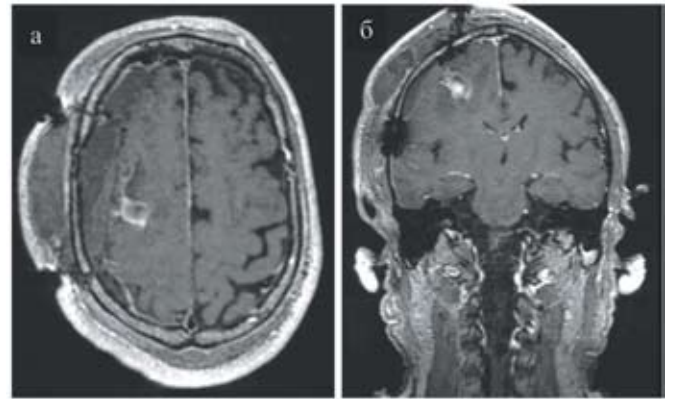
МРТ-исследование головного мозга пациента, выполненное после операции с контрастным усилением. а — Ах T1, б — Кор T1. На изображениях видны послеоперационные изменения. Остаточной опухолевой ткани не обнаружено.
